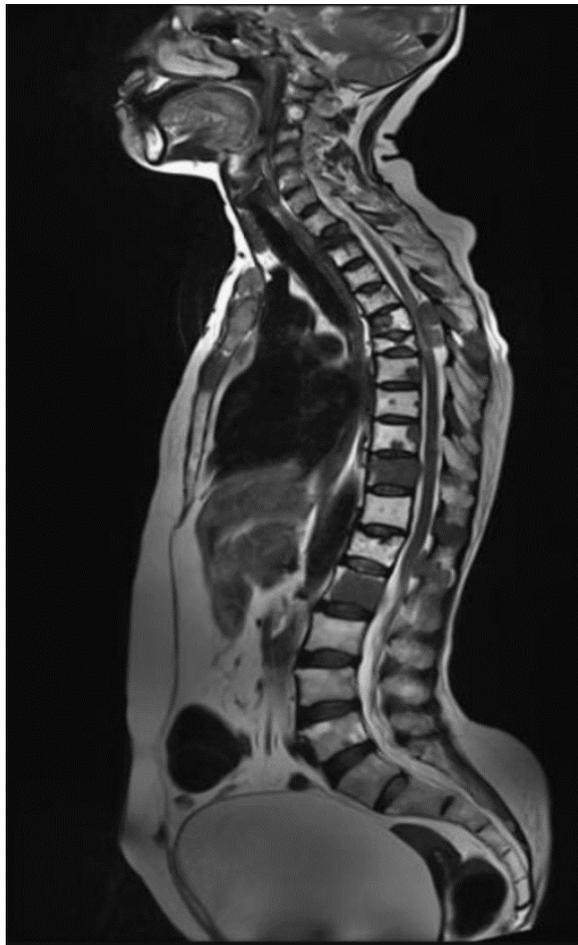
Métastase vertébrale multiple objectivée par une IRM [27].
